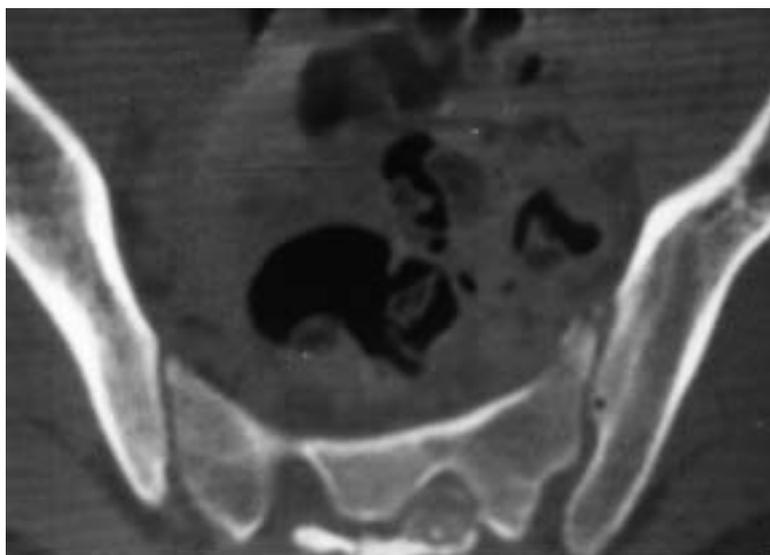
Caso N° 2. Corte axial de TC previo a la cirugía. Se observa una imagen que protruye en el canal canal vertebral desde la lámina del sacro, con calcificaciones intralesionales.
